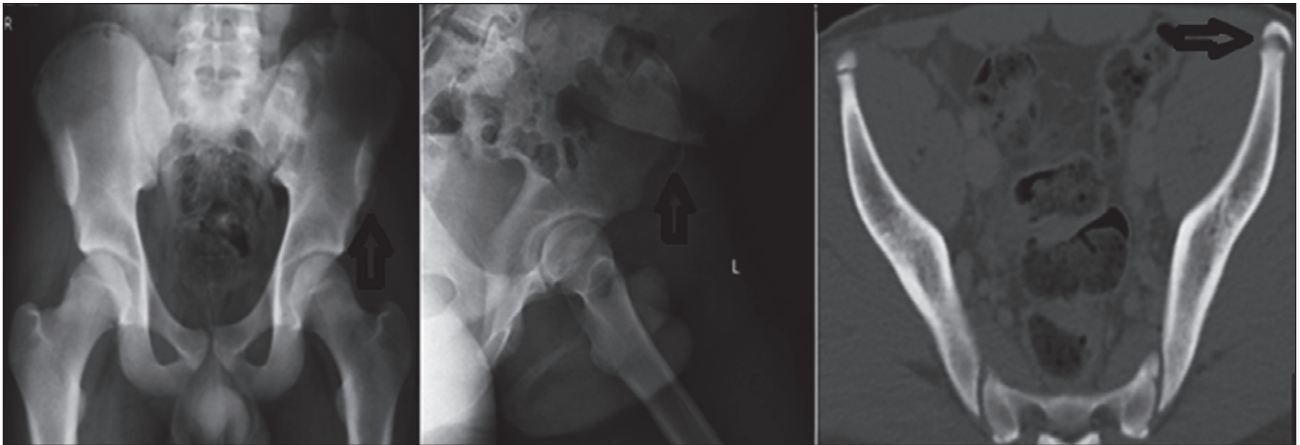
Postoperative X-ray and CT images of patient-1
